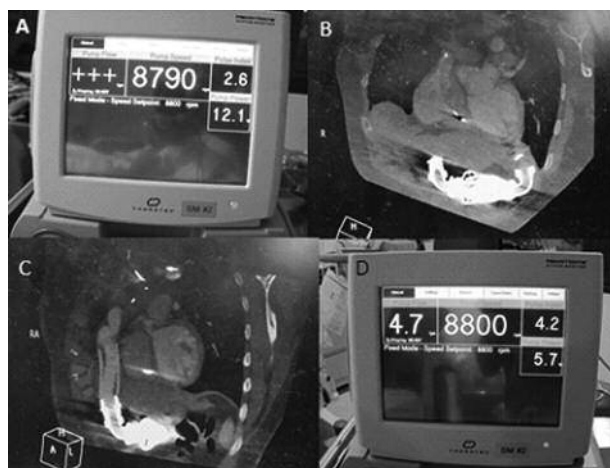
A. Incremento anormal del trabajo del dispositivo (*pump power*) y descenso del índice de pulsatilidad (*pulse index*). B. y C. Tomografía del dispositivo y cánulas del Heart Mate II. D. Resolución de los parámetros postratamiento trombolítico.
